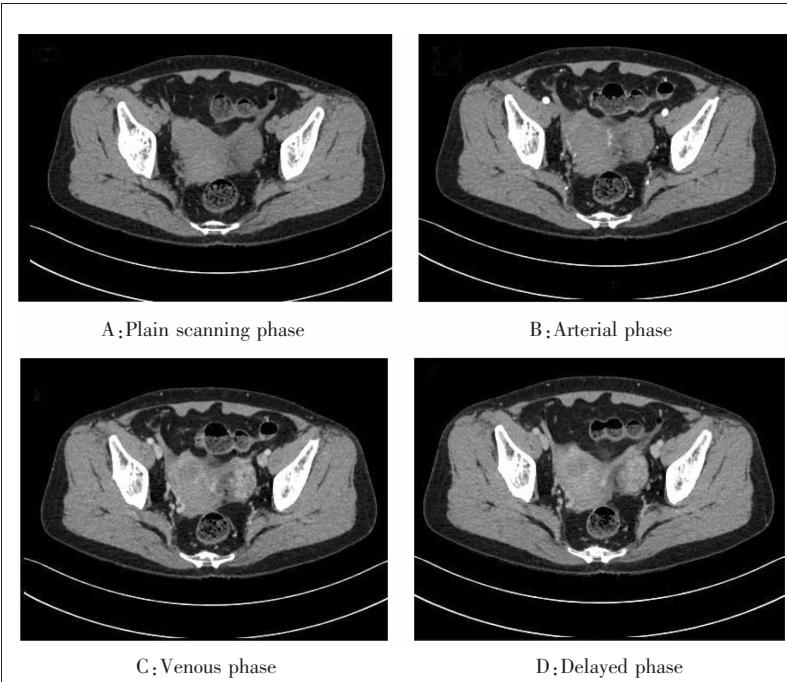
Plain and enhanced pelvic CT scan
